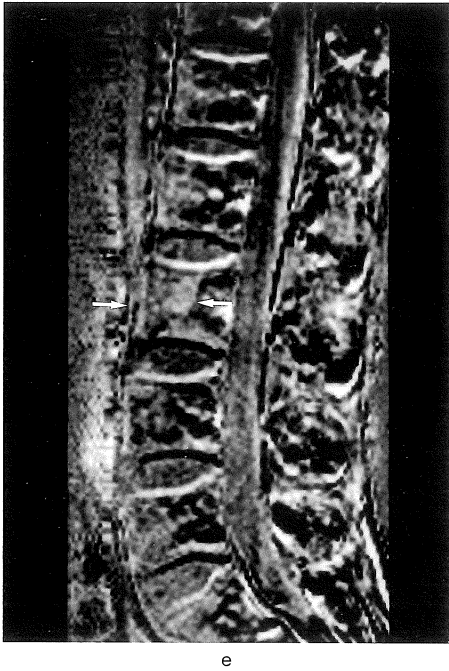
a. STIR on the intital MR examination show the marrow to be moderately high intensity. b. Subtraction images after enhancement show multiple enhanced areas in marrow (arrow). c. Enhanced regions (arrow) decrease on the 2nd MR study. d. STIR on the 3rd MR study also reveal the marrow as moderately high intensity. e. The 3rd MR detects only a few enhanced areas (arrow). The 3rd MR imagings of bone marrow are considered to be the normal findings.
